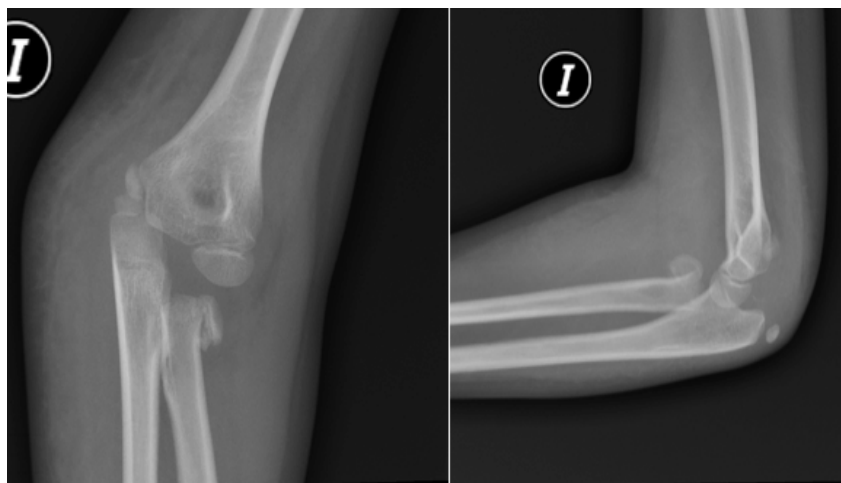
Radiografía de codo de paciente de 8 años quién tras caída de juegos infantiles sufre fractura de Radio proximal.
